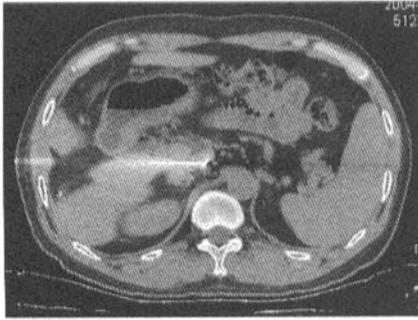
示粒子植入术中,在 CT 导向下,导管从下腔静脉和门静脉之间缝隙穿过,准确到达肿大淋巴结,植入<sup>125</sup>I 粒子
